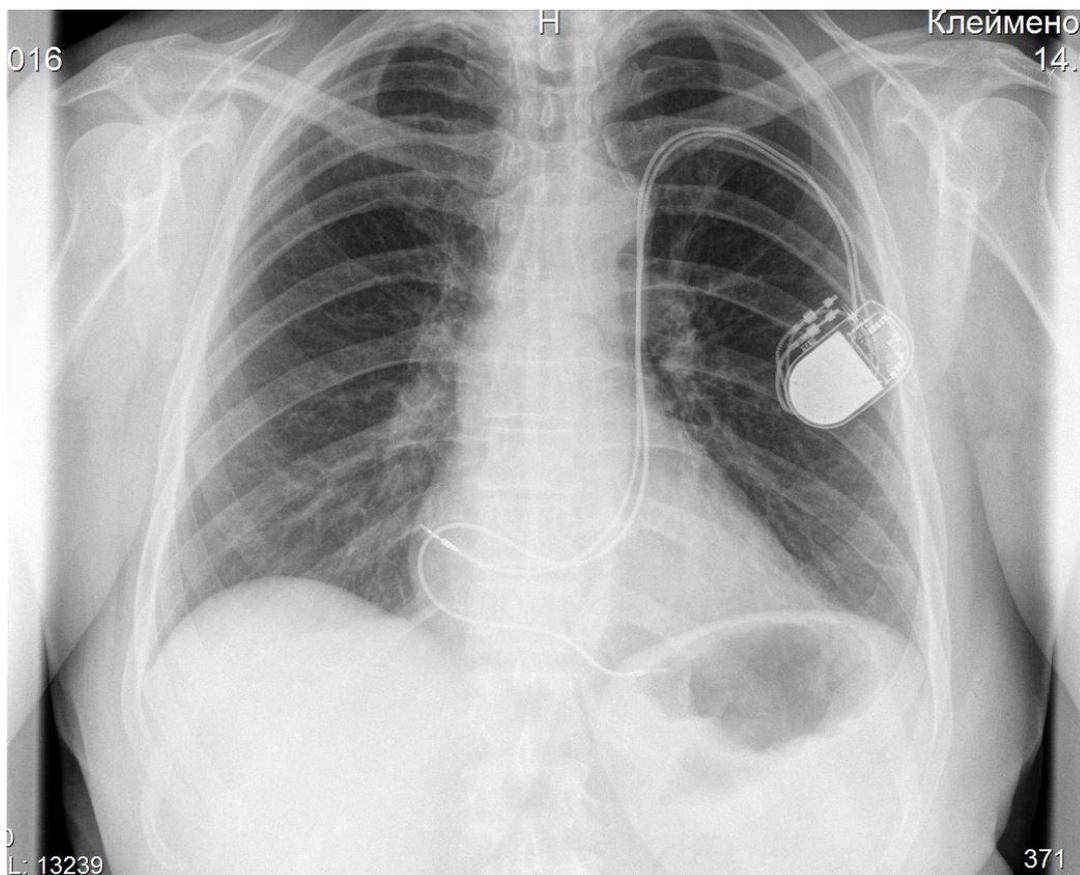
Рентгенограмма больной после успешной эндокардиальной имплантации двухкамерного DDDR ЭКС с проведением двух электродов через ПЛВПВ
